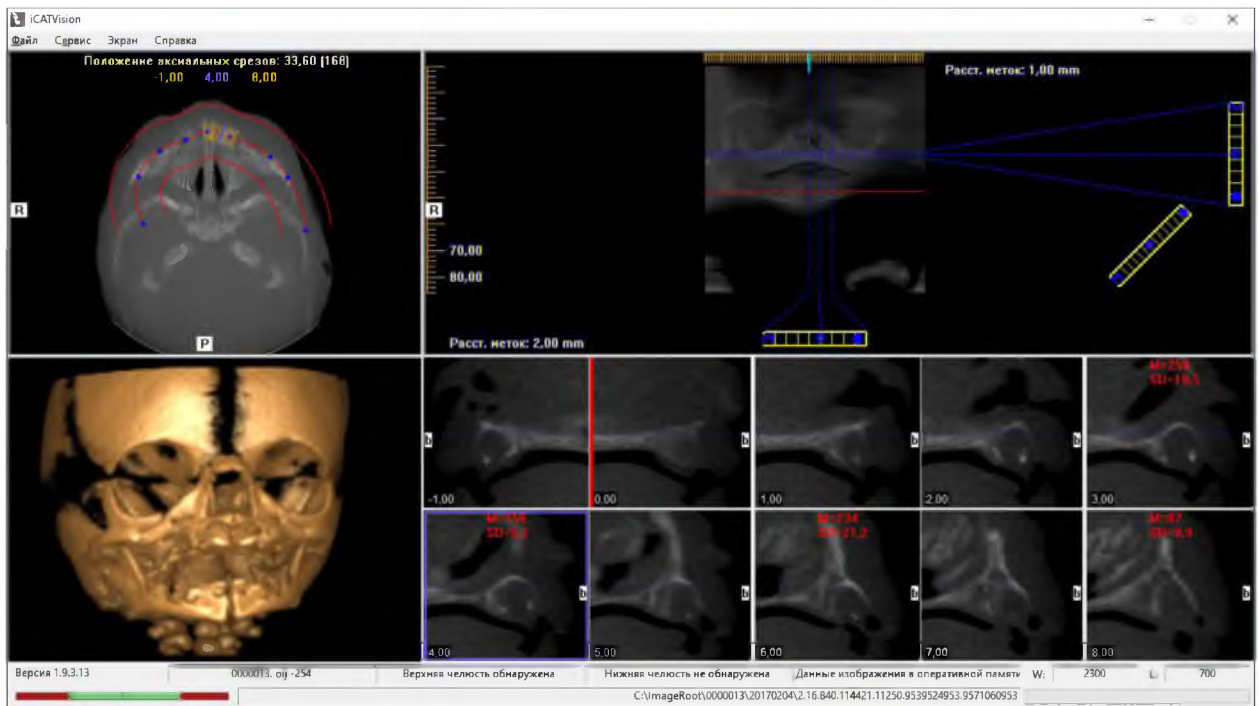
3-D реконструкційна модель та КТ-зображення лицевого відділу черепа плода 310,0 мм ТПД
